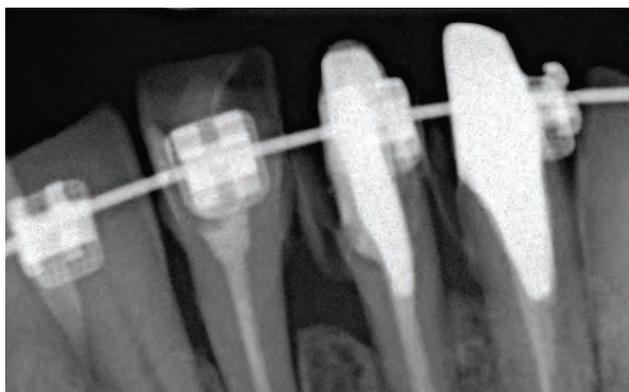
Análise radiográfica periapical dos dentes 31 e 32 no momento pré-operatório
